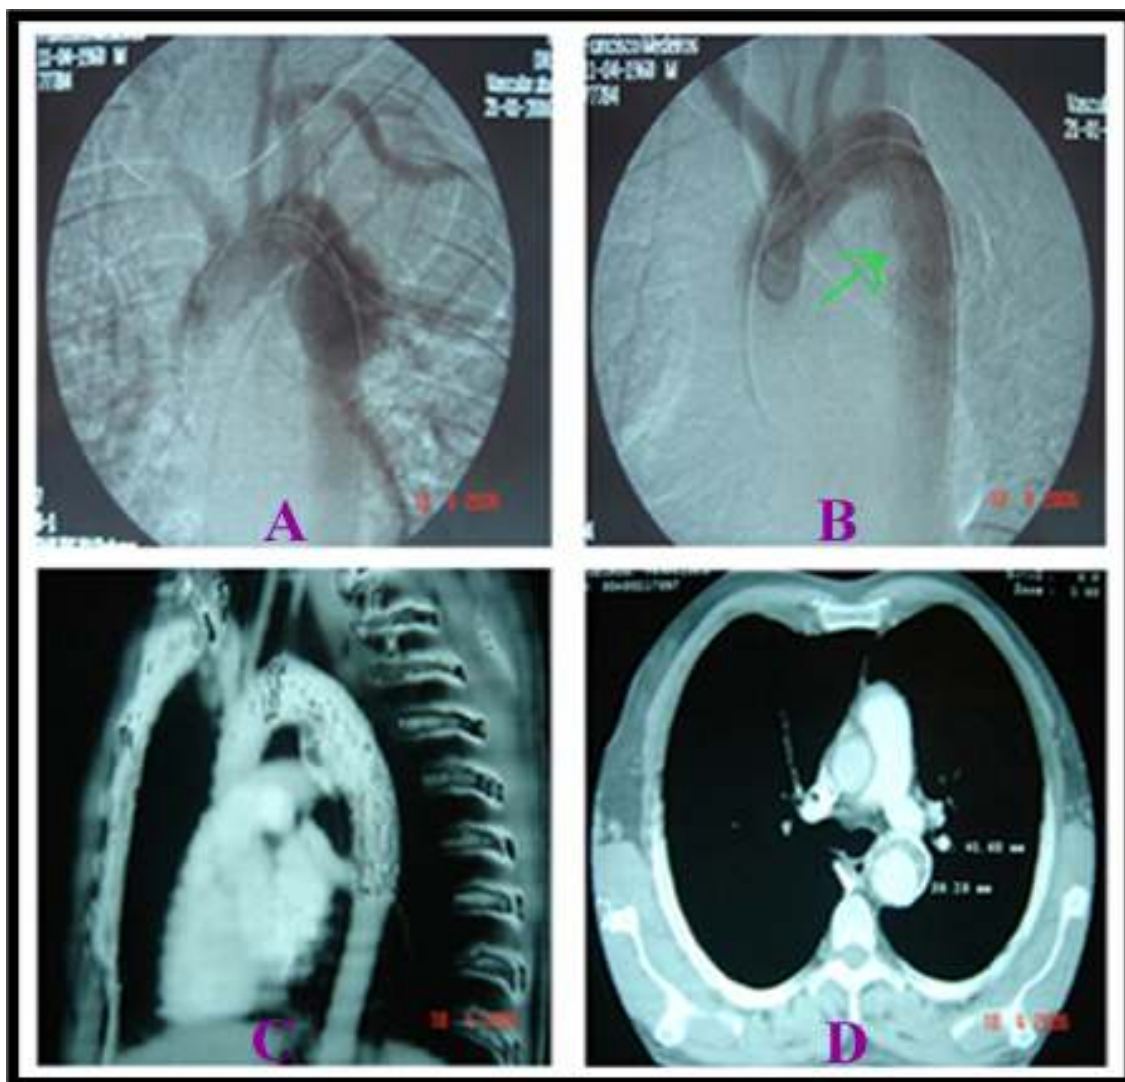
Exames de imagem do paciente número um. (A) Aortografia pré-operatória mostrando aneurisma de aorta descendente; (B) Corte axial de tomografia pré-operatória demonstrando aneurisma; (C) Angiotomografia de controle mostrando a completa exclusão do saco aneurismático; (D) Corte axial de TC helicoidal demonstrando a exclusão total do saco aneurismático.
